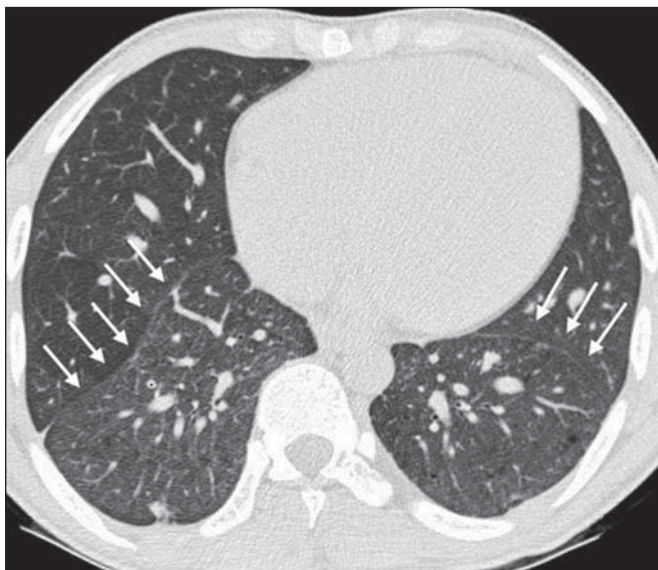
TC de tórax, corte axial, mostrando importante redução volumétrica dos lobos inferiores, notadamente à direita (setas).
